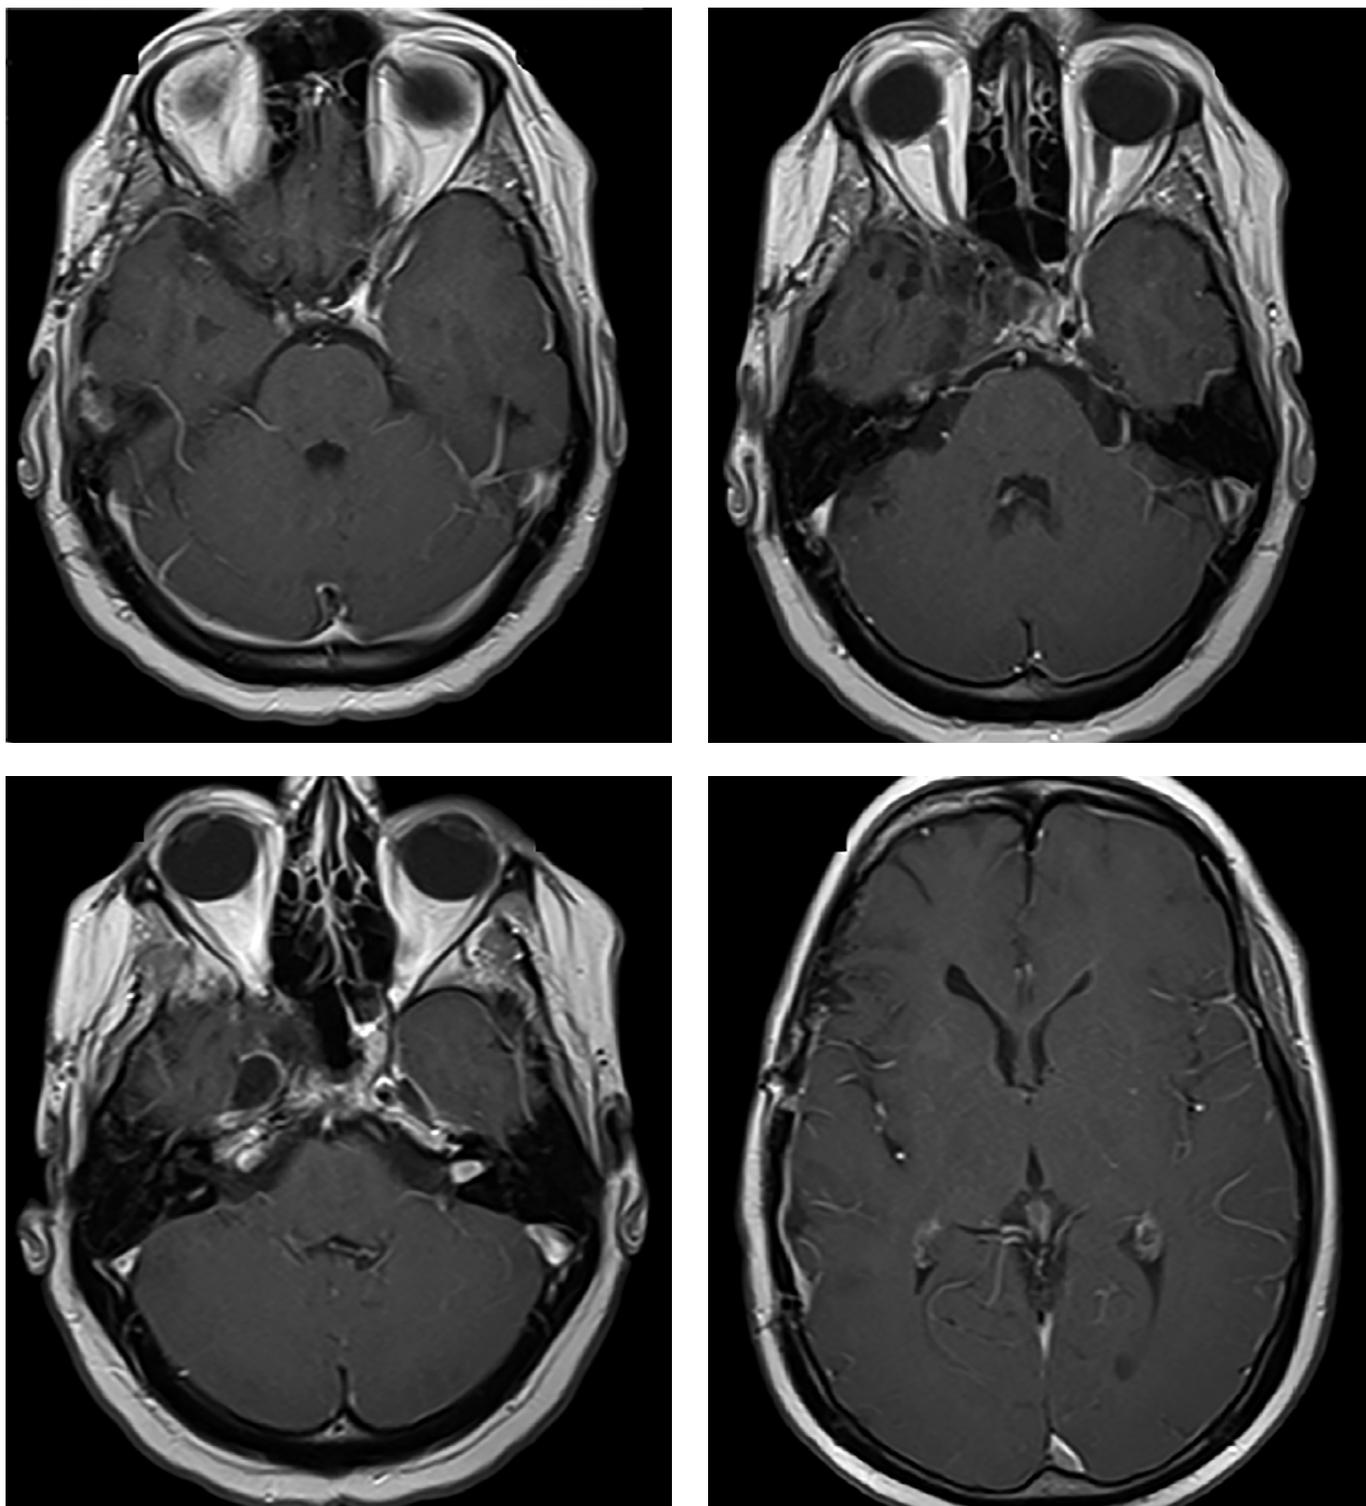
МРТ (2020–2023 гг.) — не отмечено продолженного роста опухоли.
